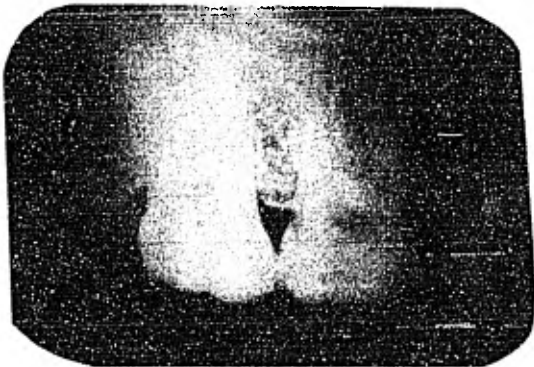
Lesión periapical notoria que llega al tercio medio de la raíz del diente, con ligero desprendimiento de la lámina cortical.
